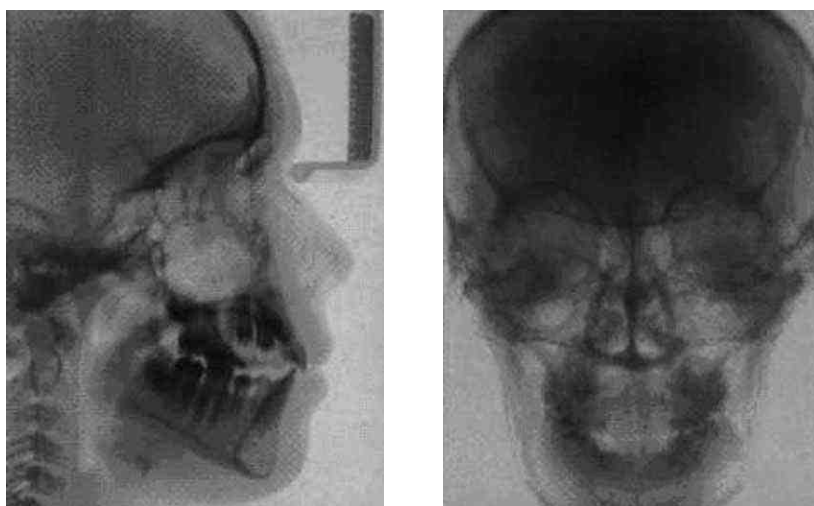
Телерентгенограмма в боковой (слева) и прямой (справа) проекции
